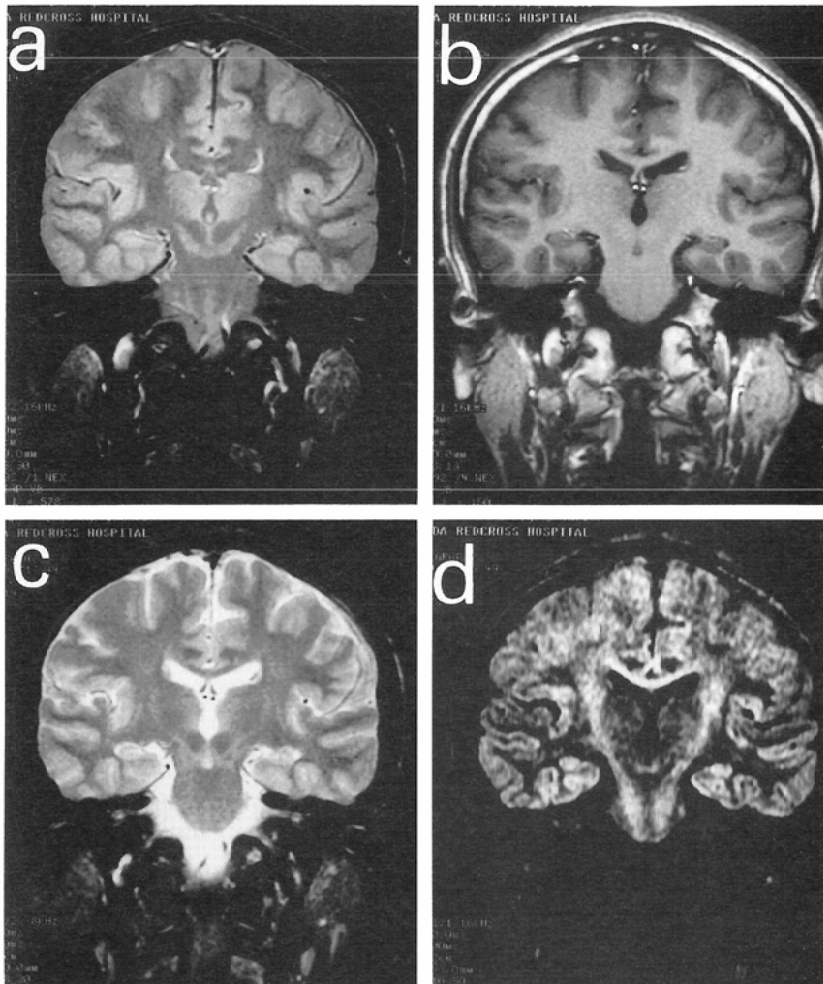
Conventional spin echo images and the diffusion weighted image of a normal volunteer. Proton-weighted (a), T₁-weighted (b), T₂-weighted (c) coronal images and the diffusion weighted image (d) acquired with the Stejskal-Tanner sequence. It is difficult to understand the anatomical structure of nerve fiber system from the conventional MR images (a-c). Anisotropic water diffusion MR imaging shows the presence of nerve fiber system and its orientation in the image (d).
